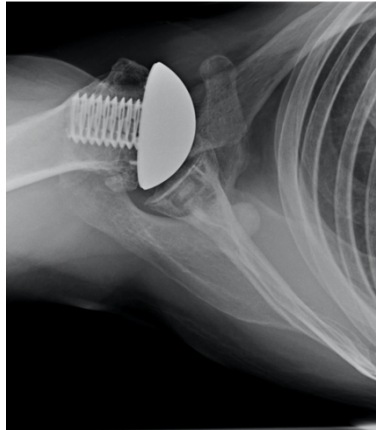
Axiale Röntgenaufnahme
